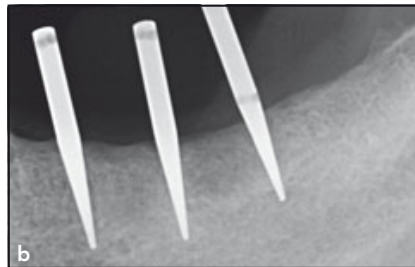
(a) Parallele Pins, die auf den konusförmigen Anteil aufgesetzt werden, um die korrekte initiale Präparationsachse sicherzustellen. (b) Röntgenaufnahme. (c) Ansicht der Kortikalis nach der ersten Knochenperforation mit dem IM1-Ansatz.
